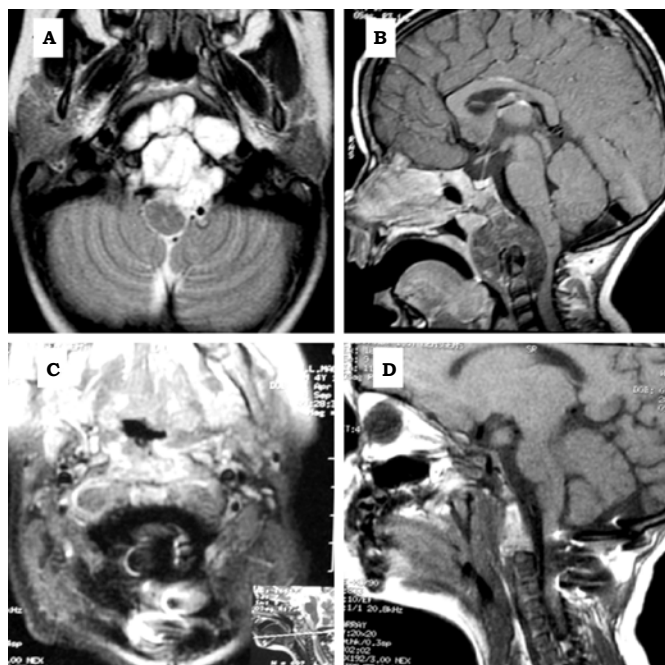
Cordoma de la base del cráneo, con disfagia como única sintomatología, la remoción tumoral fue a través de un abordaje transoral A y B: IRM preoperatoria, cortes axial en secuencia de intensidad de señal T1 gadolinio, corte sagital en secuencia de intensidad de señal T1 simple respectivamente. C y D: IRM postoperatoria en cortes axial y sagital, en secuencia potenciada en T1.
